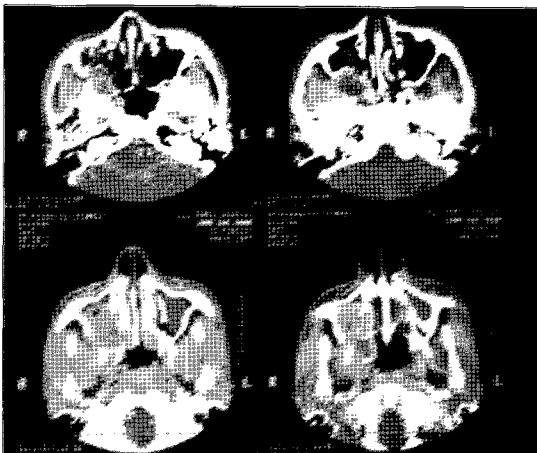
Computed tomography demonstrating $4.5 \times 3 \times 4\text{cm}$ sized lobulated slightly heterogeneous enhancing mass of right maxilla, sinus, infratemporal fossa and nasal cavity.
